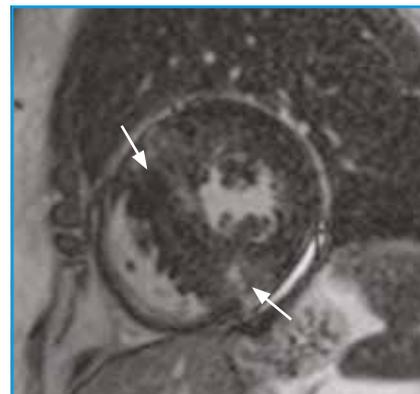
RT en mottes en zones hypertrophiées à l'IRM en cas de CMH sarcomérique.
